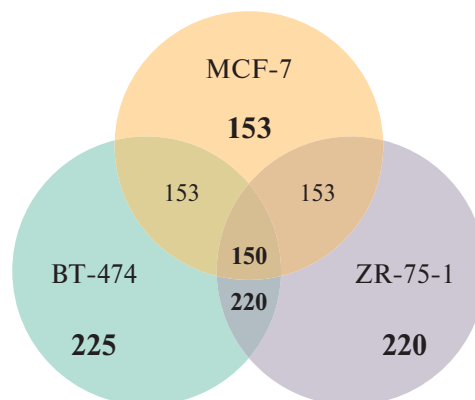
Сравнительный анализ количества белков, идентифицированных в опухолевых клетках MCF-7, BT-474, ZR-75-1
